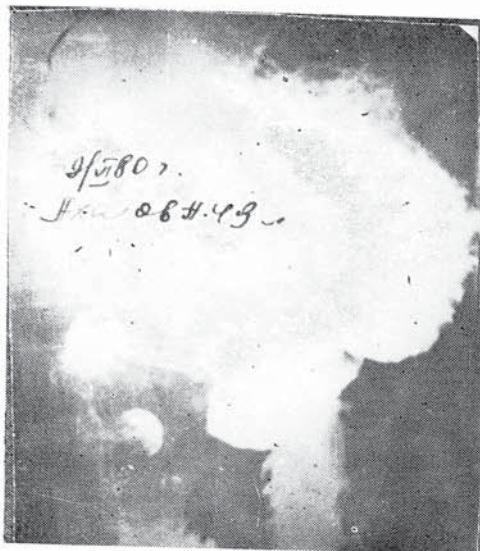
Рентгенограмма больного А., 49 лет. Через год после операции «селективная мукозэктомия».
